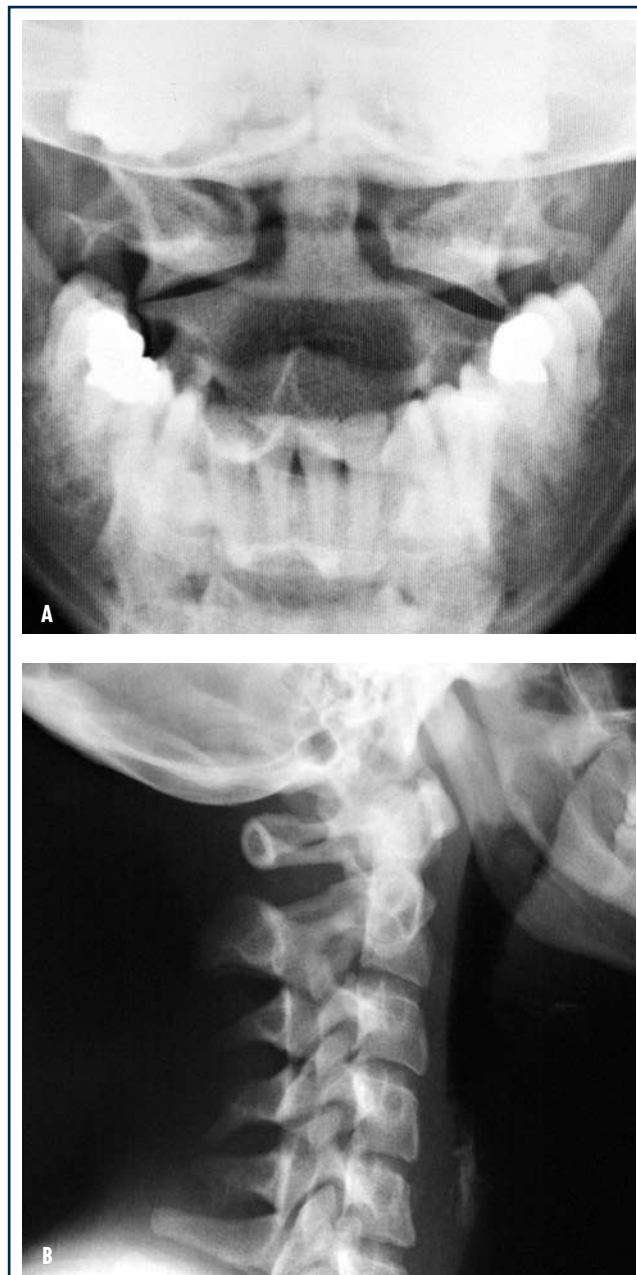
Radiografie transorale (A) e latero-laterale (B) di una donna di 26 anni (caso 1) ad un mese da un incidente stradale con dolore cervicale alto, limitazione funzionale cervicale, lievissimo torcicollo sinistro, ma senza segni di coinvolgimento neurologico: non è evidente alcun segno di anomalità/instabilità.
